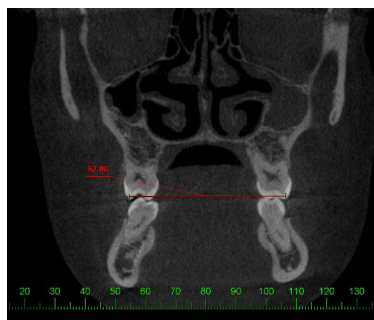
Exemplo de tomografia demonstrando a largura Inter-molares
